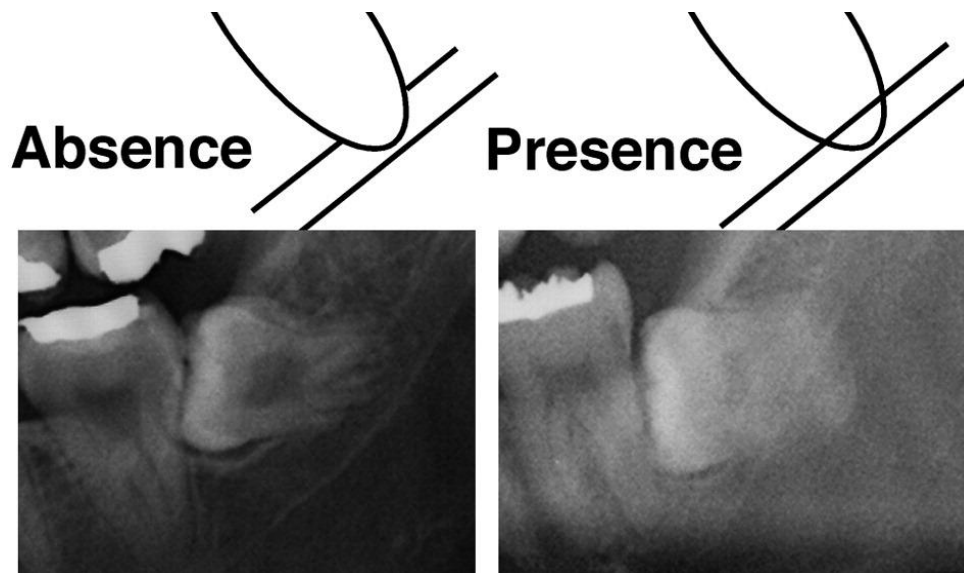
Clasificación de la radiopacidad de la línea blanca en radiografía panorámica en 2 grupos según la visibilidad de la línea blanca superior del canal: Ausencia, la línea blanca superior no es visible o interrumpida; Presencia, la línea blanca superior se distingue en la zona en la que se superponen el canal y el diente. (Yoichi Nakagawa y cols, 2007)
